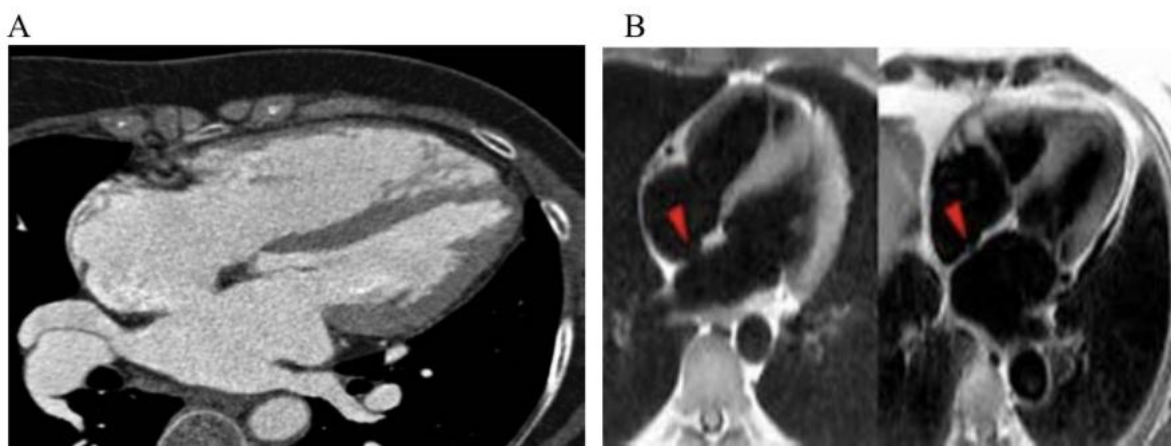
IRM montrant une CIA (A) et FOP (B)
